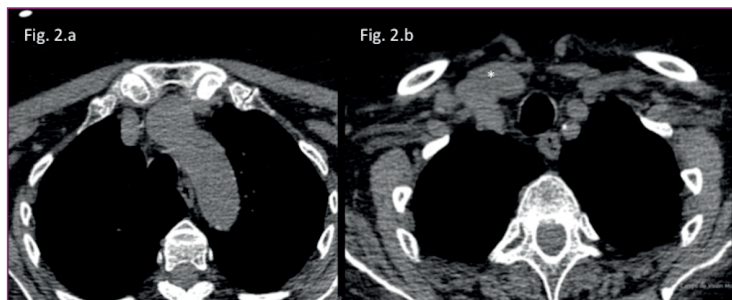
Angio TC de troncos supraaórticos. a) Imagen axial del cayado de la aorta. b) Imagen axial en la que se objetiva una dilatación de la arteria carótida común derecha (asterisco)
